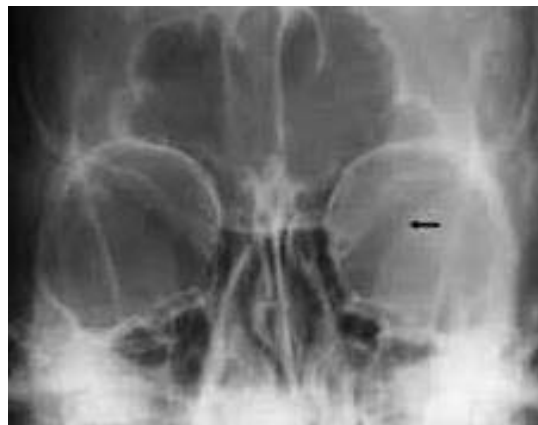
Расширение зрительного отверстия слева. Рентгенография орбит.
